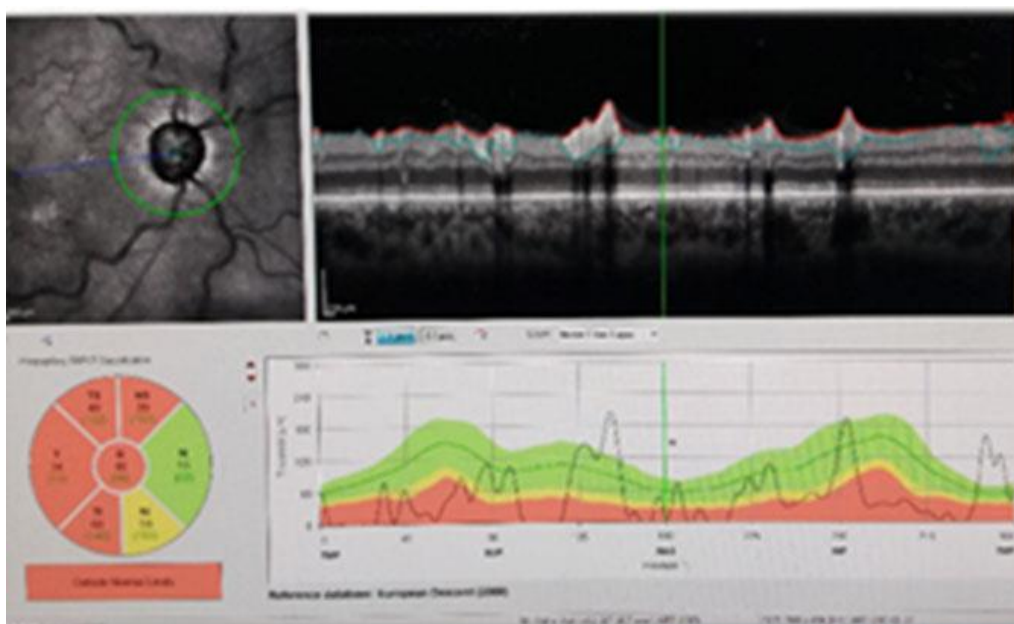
Tomografía de coherencia óptica en el ojo derecho. Se observa defecto generalizado de la capa de fibras neurorretinianas por daño glaucomatoso avanzado.
